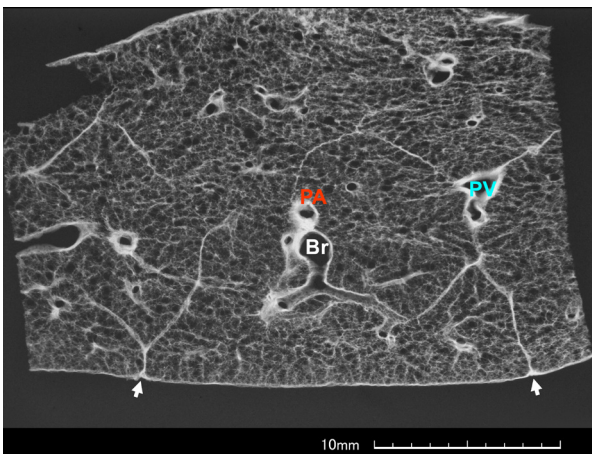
b 図2-aと同じ標本の軟線X線像である。図2-aではやや見にくい小葉間隔壁と，その胸膜移行部（両矢印）が明瞭に観察できる。細い肺血管の，中枢側へのつながりも，多スライスにわたって追跡可能である。標本のスライス方向に直行する構造（肺胸膜，小葉間隔壁）は線状影を示す。
